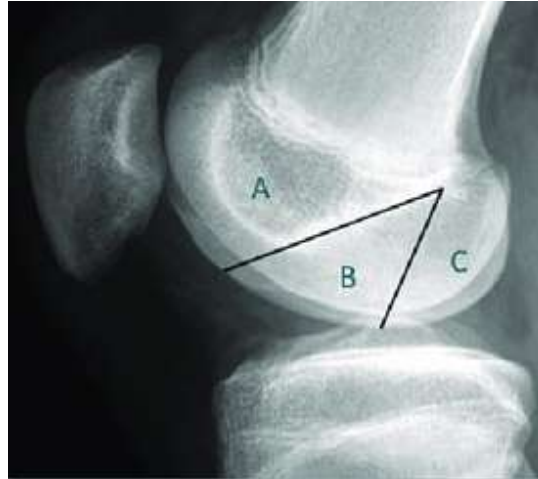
Рисунок №7 – рентгенография коленного сустава в боковой проекции. Черными линиями разделены зоны мыщелка на переднюю, среднюю и заднюю и отмечены латинскими буквами А, В, С соответственно.
